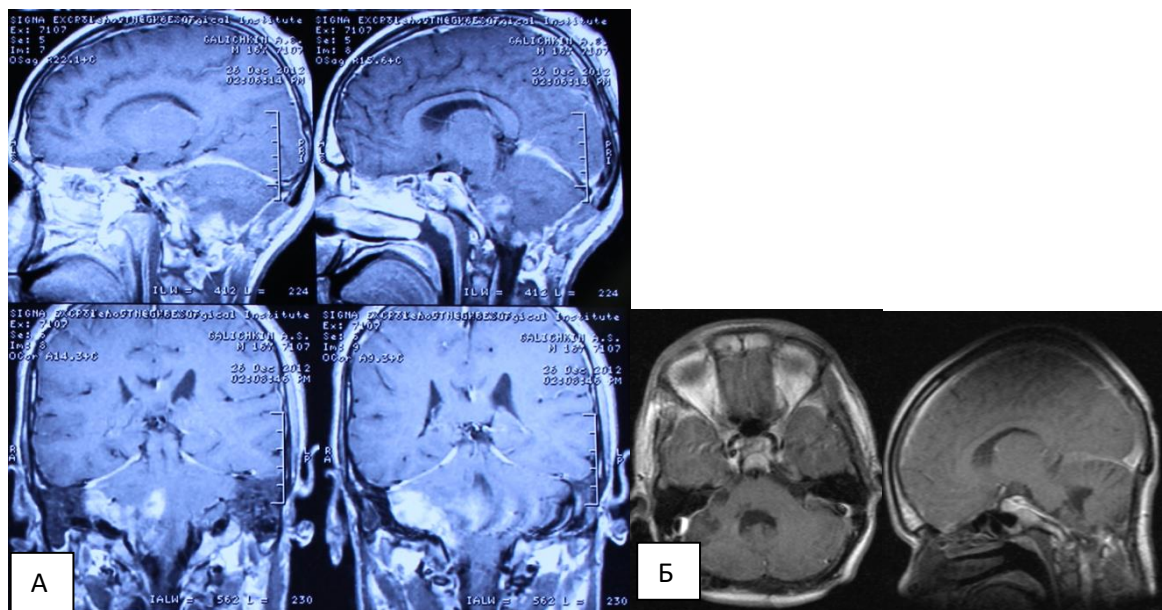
Б-ной Г., 15 лет (и/б 2944-2012). Дз: Анапластическая астроцитома с экзофитно-стволовым ростом. Состояние после комплексного лечения (удаление опухоли + ЛТ). МРТ контроль через 3 мес после облучения выявлял участки накопления контраста в ложе удаленной опухоли, которые были расценены как постлучевые (А). При МРТ с контрастом через 6 месяцев после ЛТ зон накопления контраста не отмечалось (Б)
